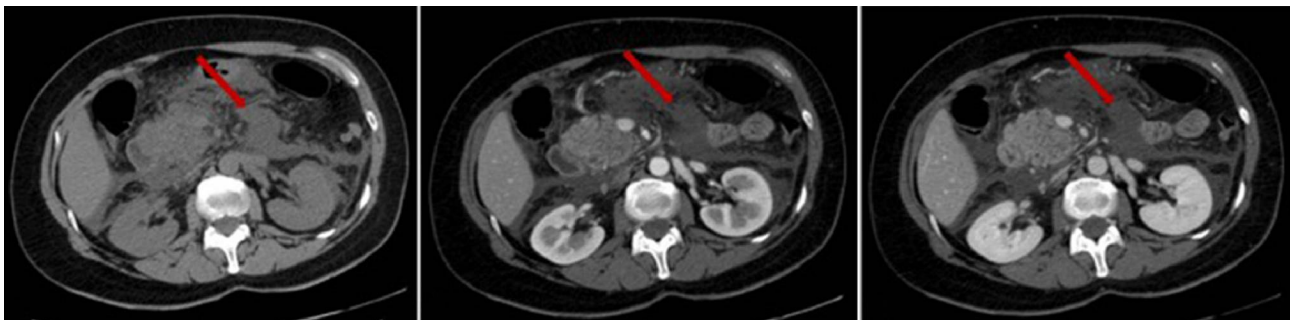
КТ-дослідження ГПРС у незбагаченій фазі (А), паренхіматозній фазі (В) і в портальній фазі (С); червоні стрілки показують ГПРС
